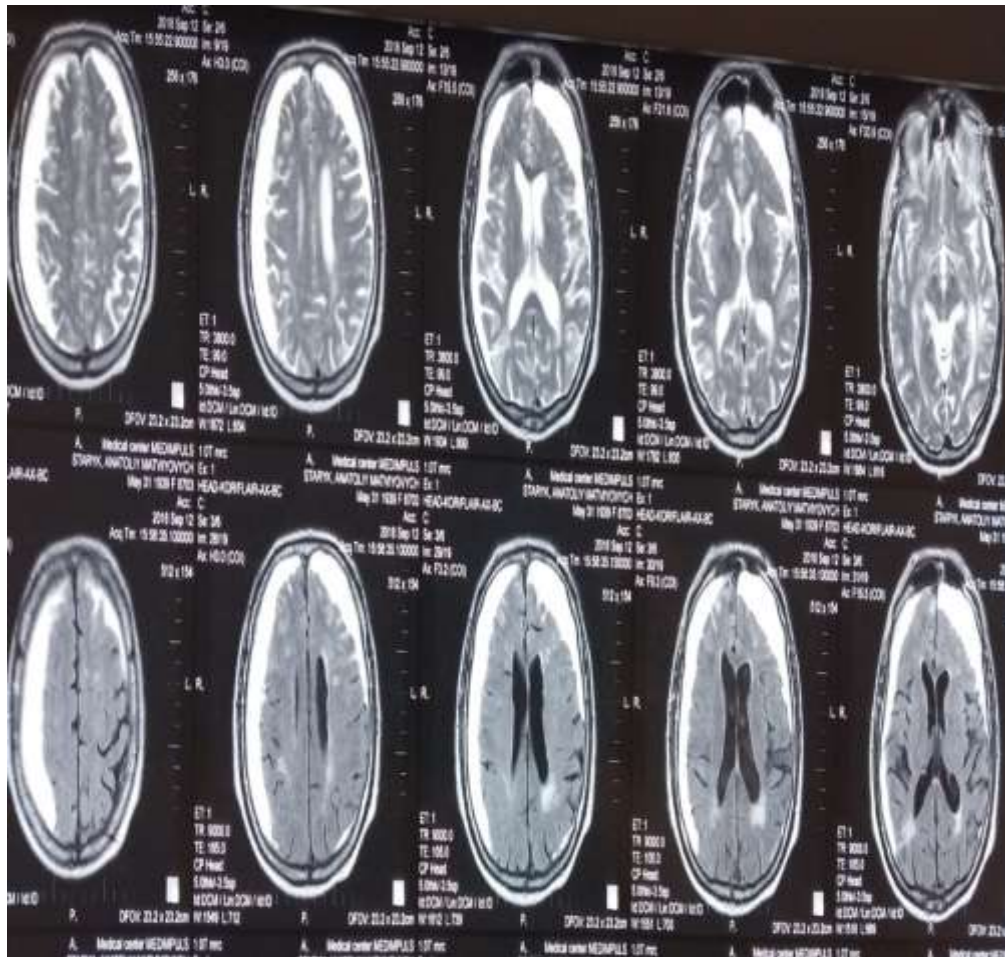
МРТ- головного мозку. Двобічні хронічні субдуральні гематоми при поступленні. Випадок №4
